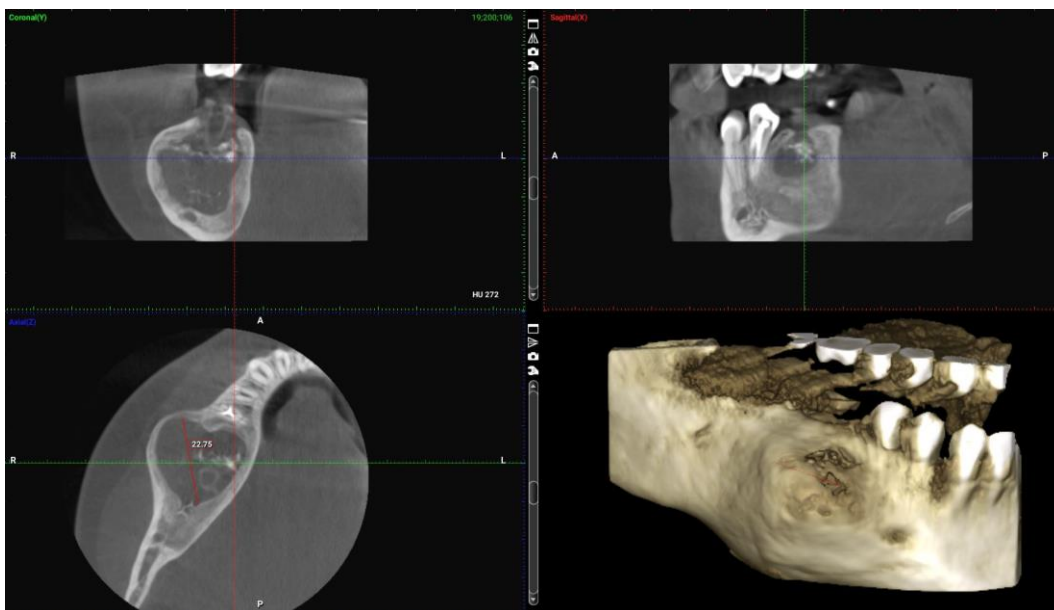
CBCT snimka radiolucetne lezije u području zuba 45 – 47. Preuzeto uz dopuštenje autora doc. dr. sc. Marka Vuletića.
